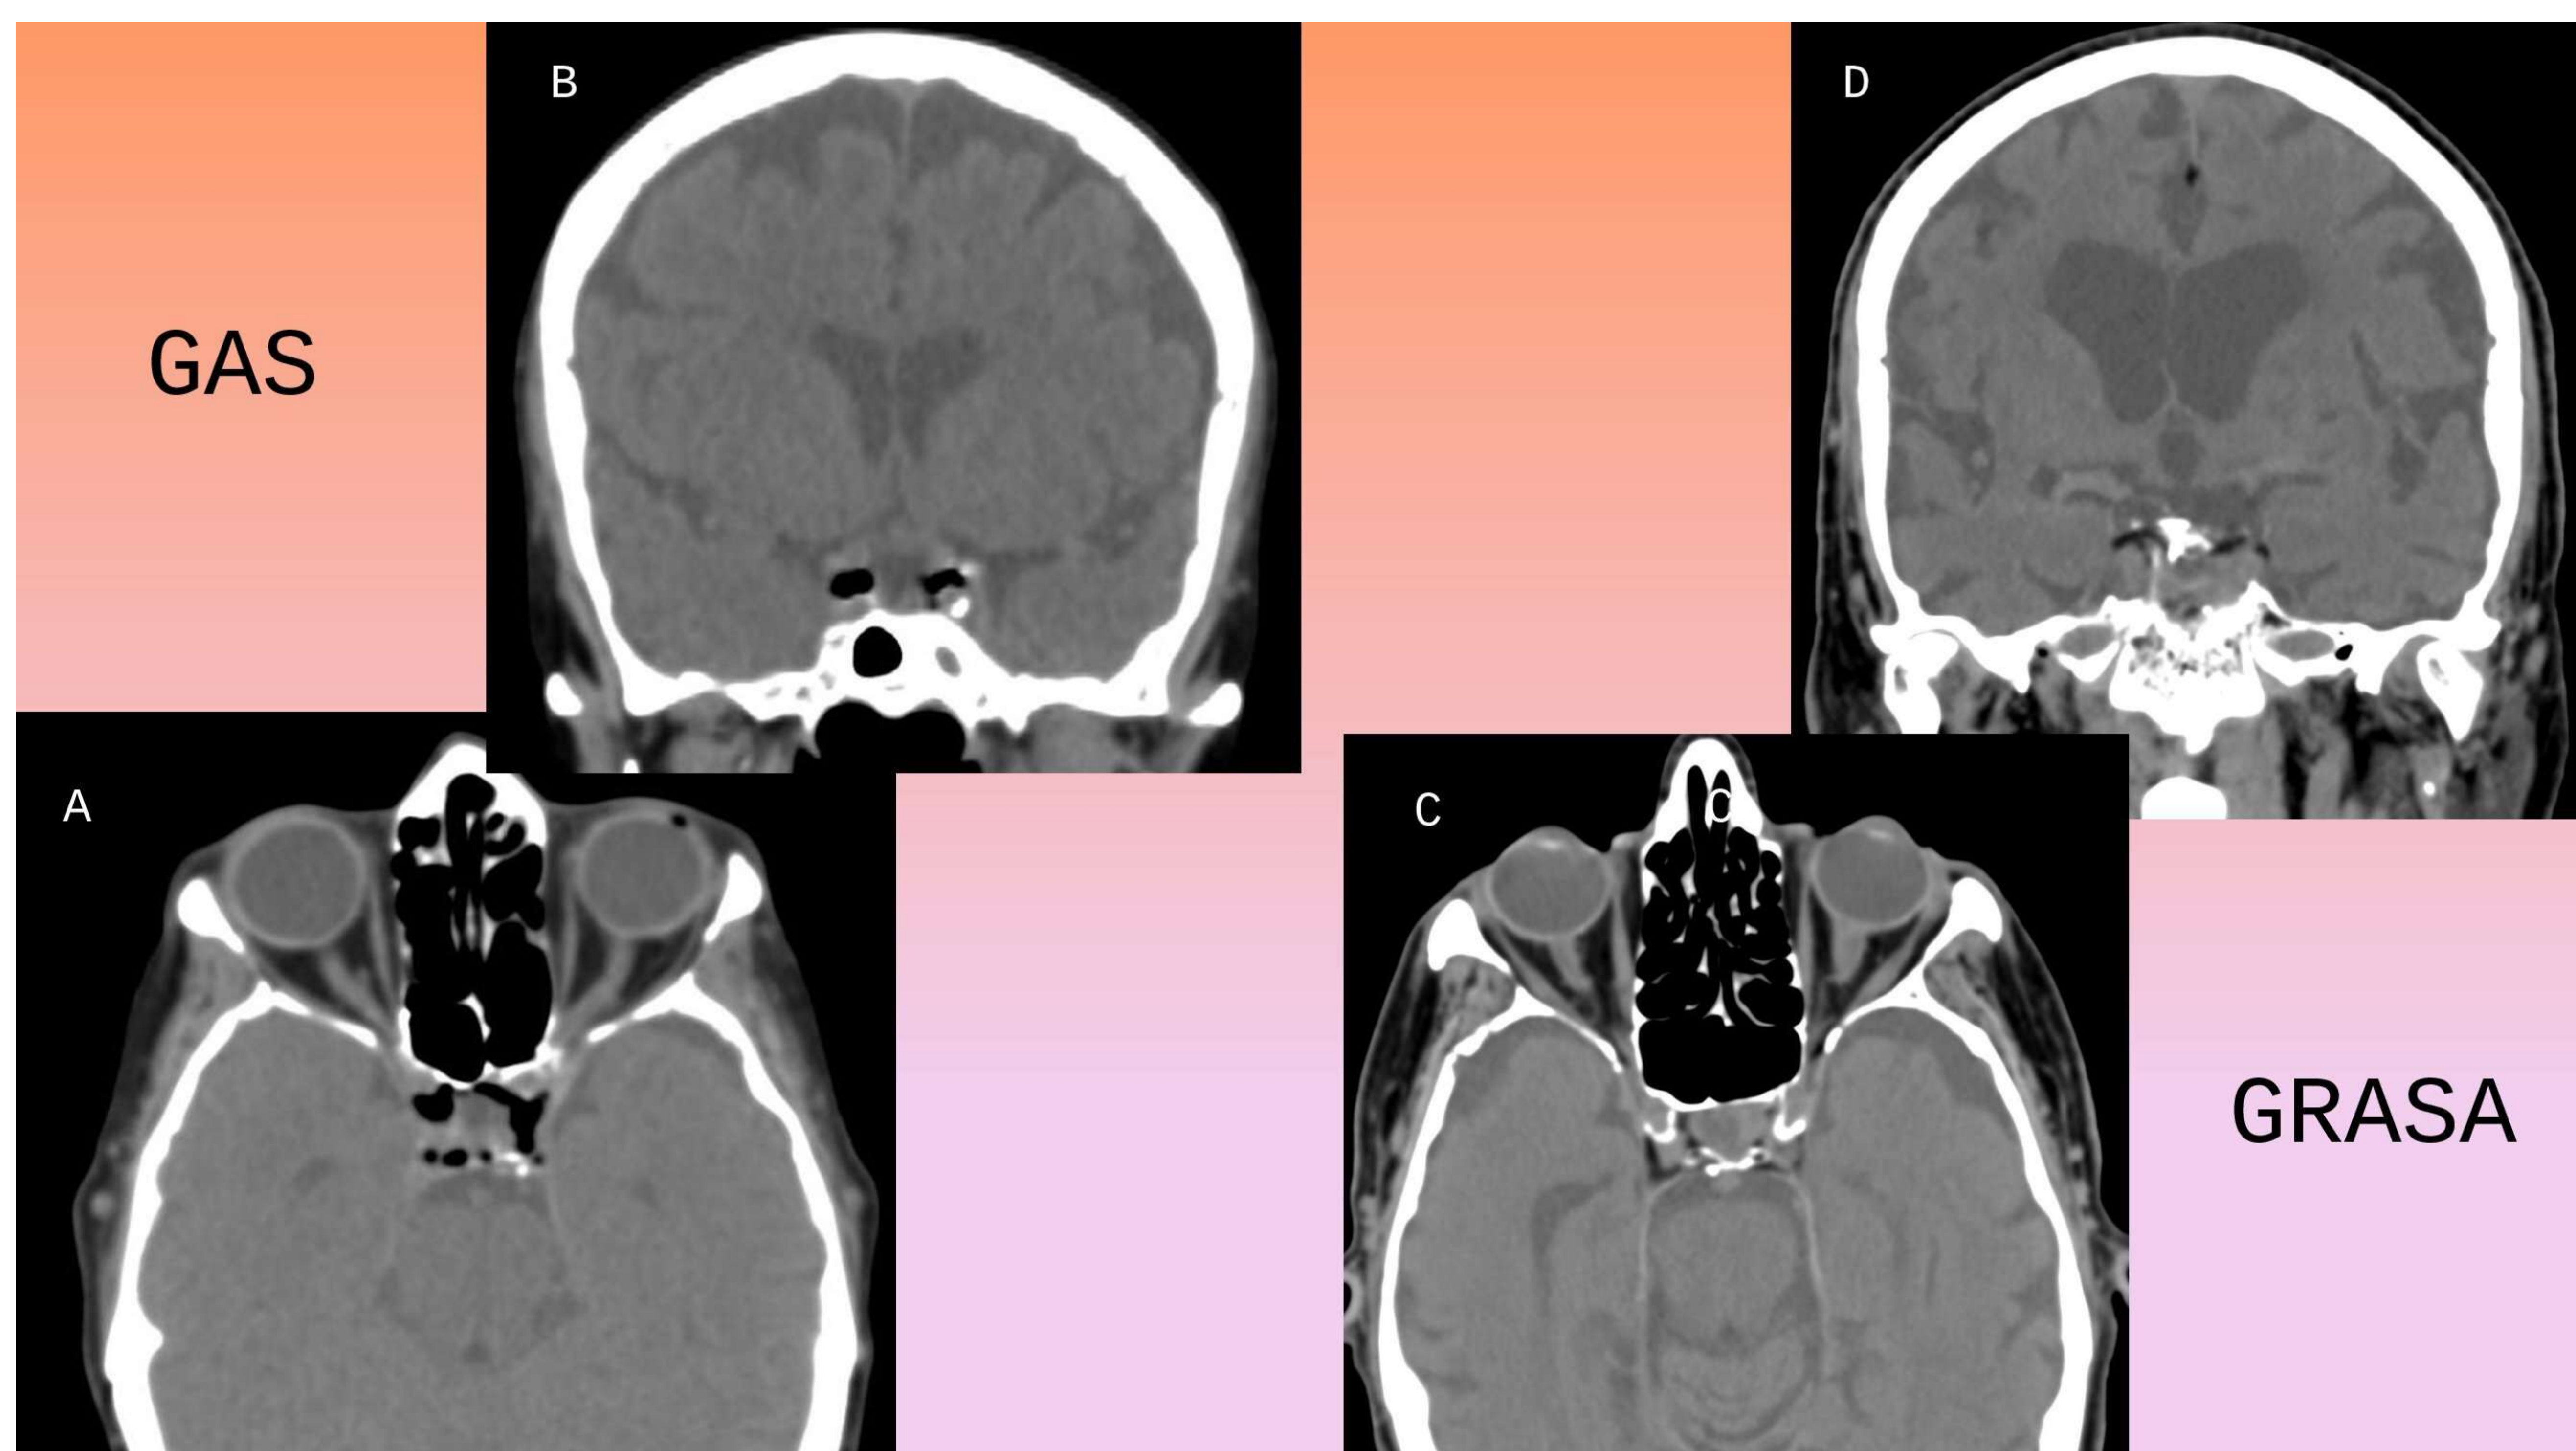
Imágenes de TAC basal mostrando burbujas aéreas (A, B) y pequeñas zonas de grasa (C, D) en ambos SC como hallazgos que frecuentemente carecen de significado patológico.
